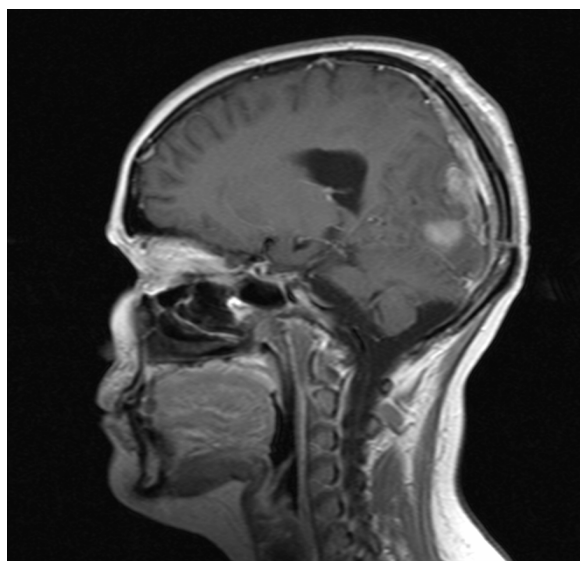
МРТ-снимки после операции
